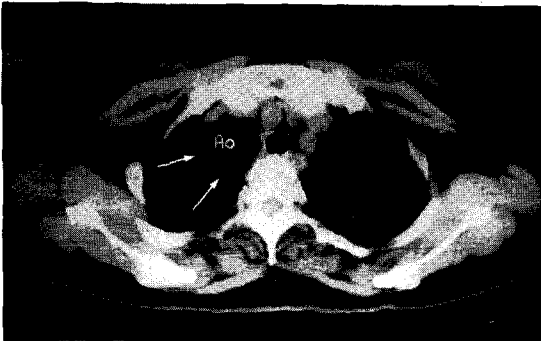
Pre-enhanced chest CT finding: A cystic mass (indicated by arrow) is locates between superior vena cava and trachea. This cystic mass is attached the right-side trachea. And there are upward displacement of the vascular structure and passive atelectasis of the right upper lung. This cystic mass is composed of the fat tissue with HU of -44.4 (A).
